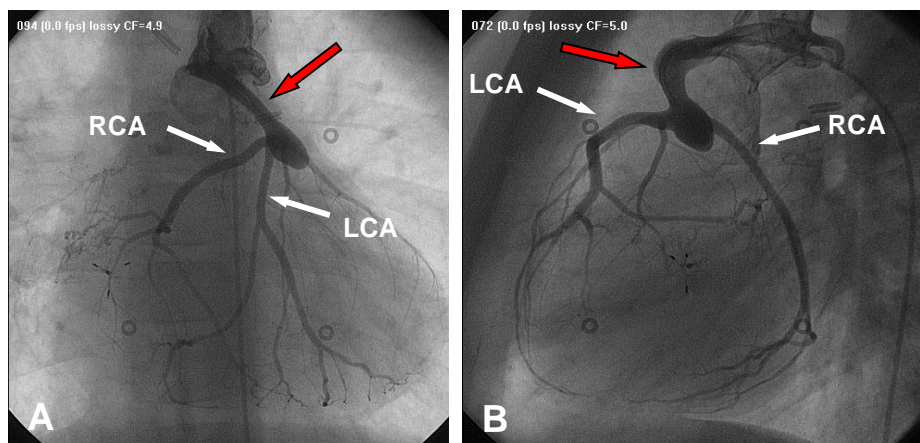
Biplane kardiale Röntgen-Durchleuchtungsaufnahmen. Selektive Injektion von KM in die native Aorta eines 4-jährigen Kindes mit HLHS. In der Frontalebene (A) sowie in der Seitenaufnahme (B) sind die native Aorta (rote Pfeile) und die Koronaranatomie deutlich zu erkennen (LCA, RCA).
